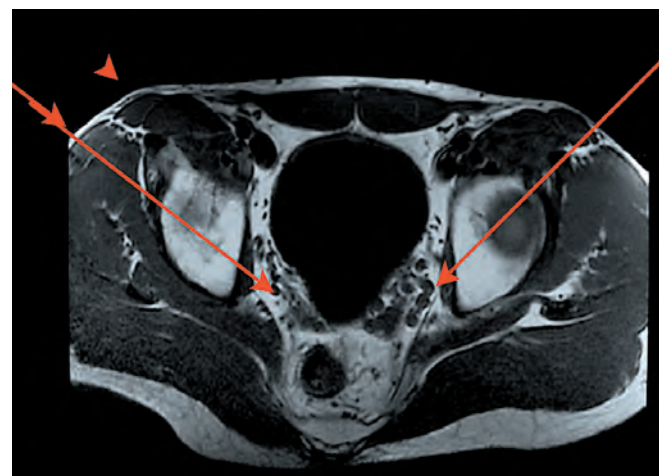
Магнитно-резонансная томограмма органов таза с контрастированием у пациента Ф. — расширение вен параректального венозного сплетения
